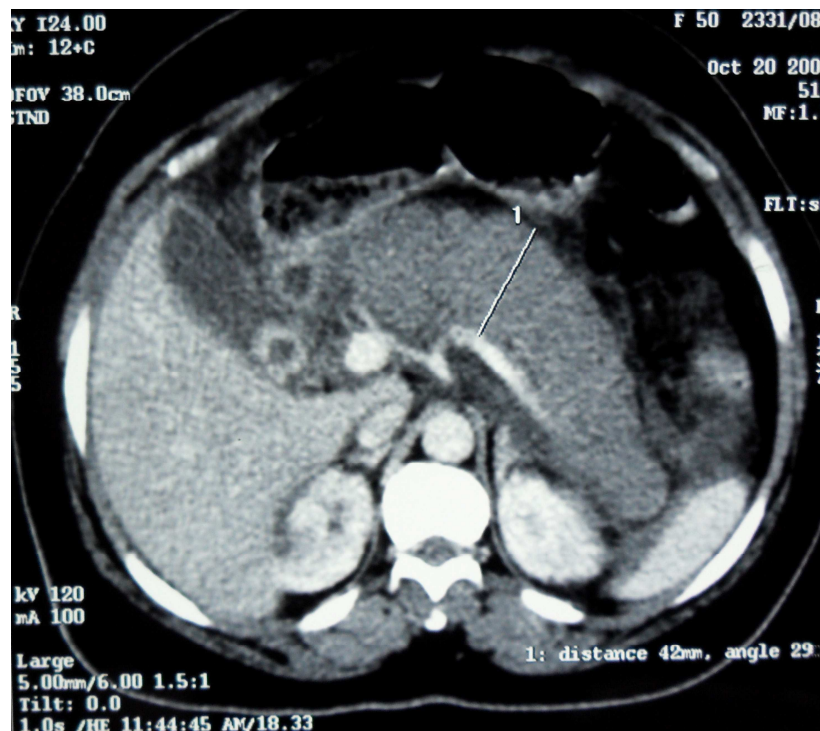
Image TDM avec contraste, qui montre une pancréatite grade E avec une nécrose étendu de la glande
